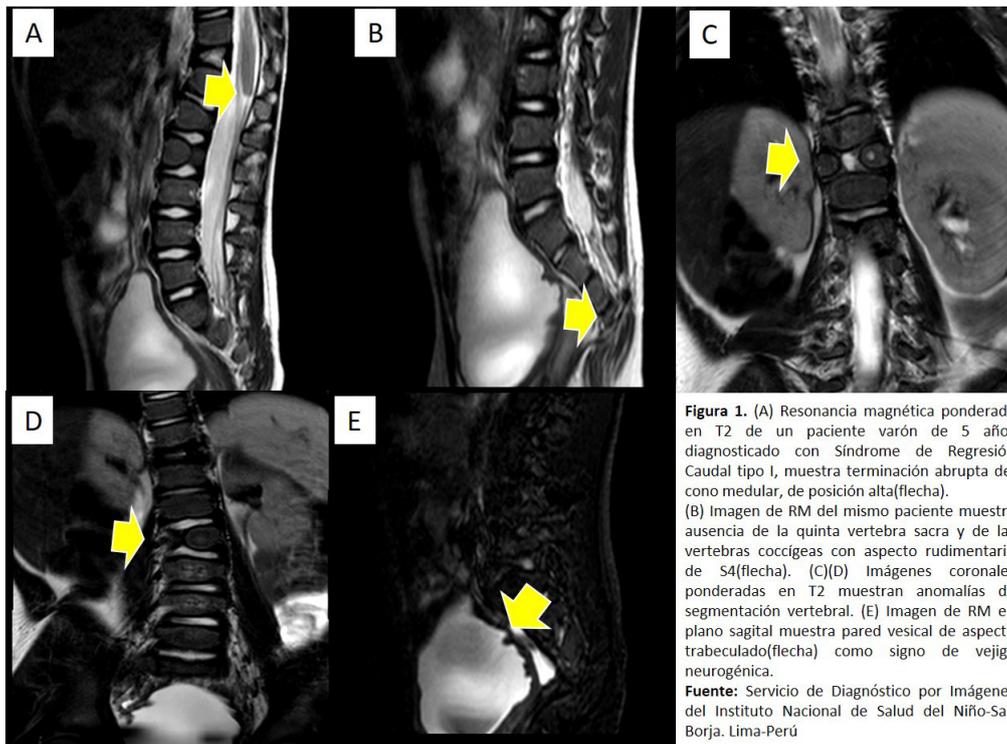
(A) Resonancia magnética ponderada en T2 de un paciente varón de 5 años diagnosticado con Síndrome de Regresión Caudal tipo I, muestra terminación abrupta del cono medular, de posición alta(flecha). (B) Imagen de RM del mismo paciente muestra ausencia de la quinta vertebra sacra y de las vertebrae cocigeas con aspecto rudimentario de S4(flecha). (C)(D) Imágenes coronales ponderadas en T2 muestran anomalías de segmentación vertebral. (E) Imagen de RM en plano sagital muestra pared vesical de aspecto trabeculado(flecha) como signo de vejiga neurogénica.
